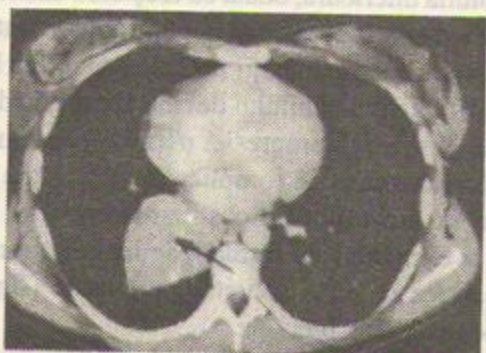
Secțiune CT cu "fereastră" pentru țesuturi moi. Formațiunea opacă retrocardiacă (cu trăsături de formațiune tumorală pe radiografie) nu se detașează de pericard, care este probabil invadat.
